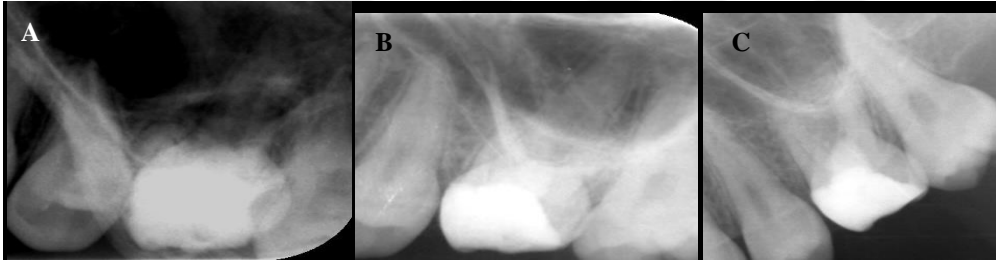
16. Kalsiyum hidroksit grubunda 26 nolu dişin A. 6. Ay B.12. ay C. 18 ay kontrol röntgeni
